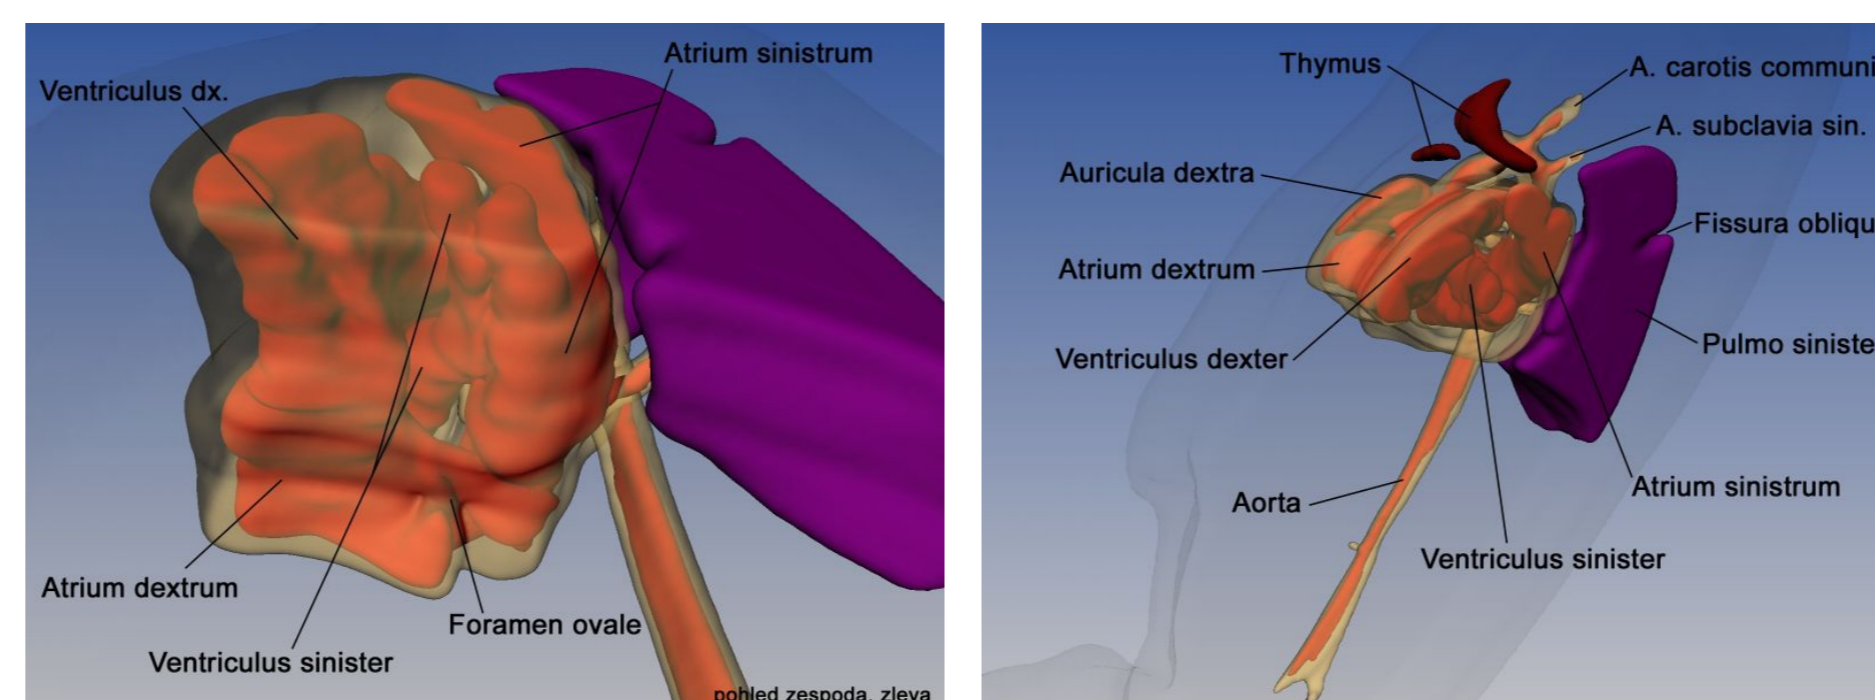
Rekonstrukce srdečních oddílů plodu TK 58 mm.
